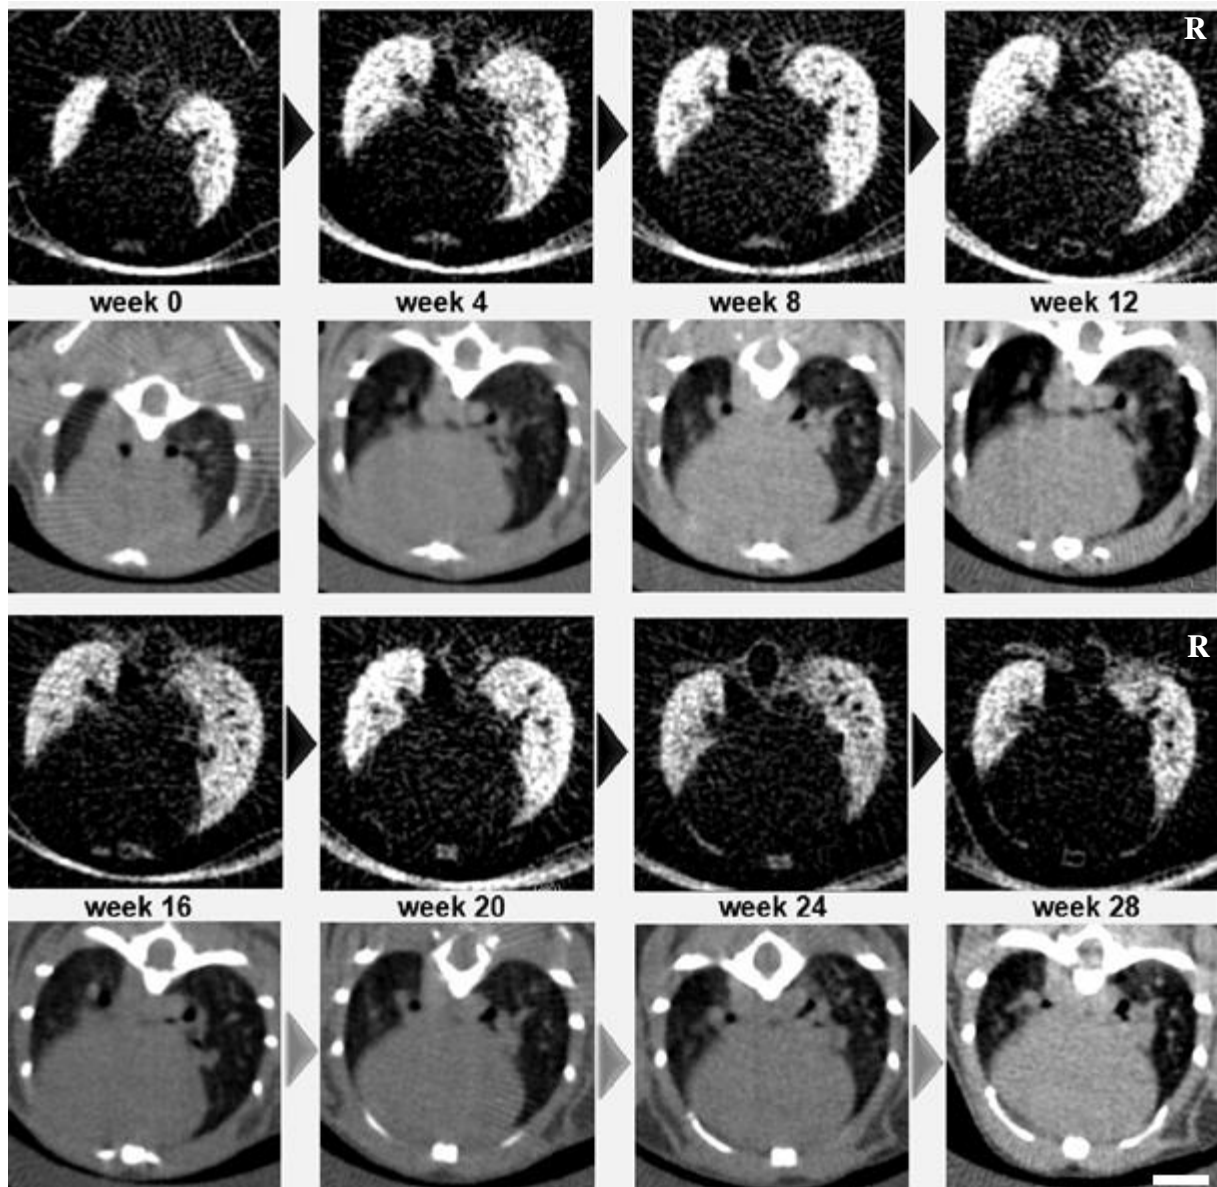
Vergleich des Verlaufs der Lungenveränderungen zwischen Dunkelfeldtomographien (obere Zeilen) und Absorptionsbasierten Tomographien (untere Zeile) einer mit 20 Gy an der oberen rechten Lunge bestrahlten Maus. Die strahleninduzierten Veränderungen der Lungenstruktur sind bei dieser Maus sehr diskret. Erst in Woche 24 zeigt sich im Dunkelfeld zunächst eine leichte
